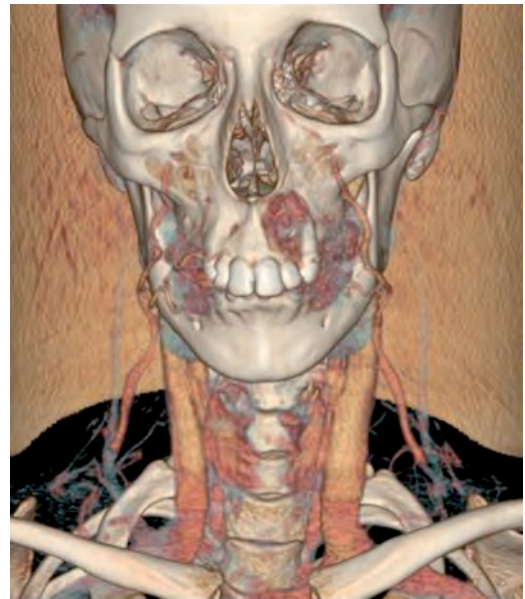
Reconstrucción coronal en 3D a partir del TAC previo.
